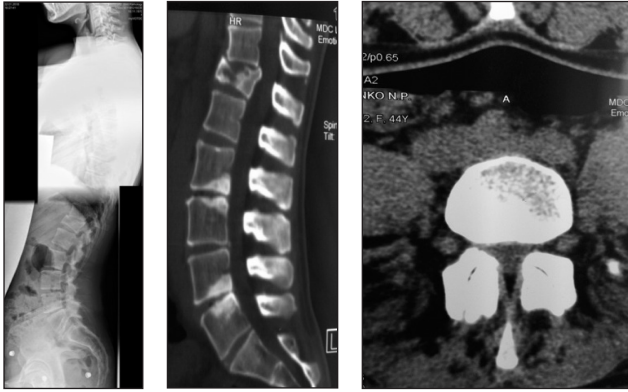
Рентгенограми хворої О. через 3 роки після консервативного лікування з формуванням компенсаторного гіперлордозу (PI-LL — 15°)
